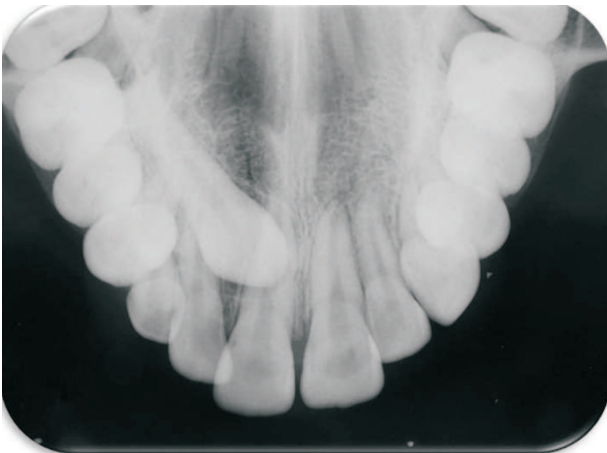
Radiografia oclusal, sendo observada a completa formação radicular dos dentes 11 e 21, além da inclusão dentária do dente 13.
